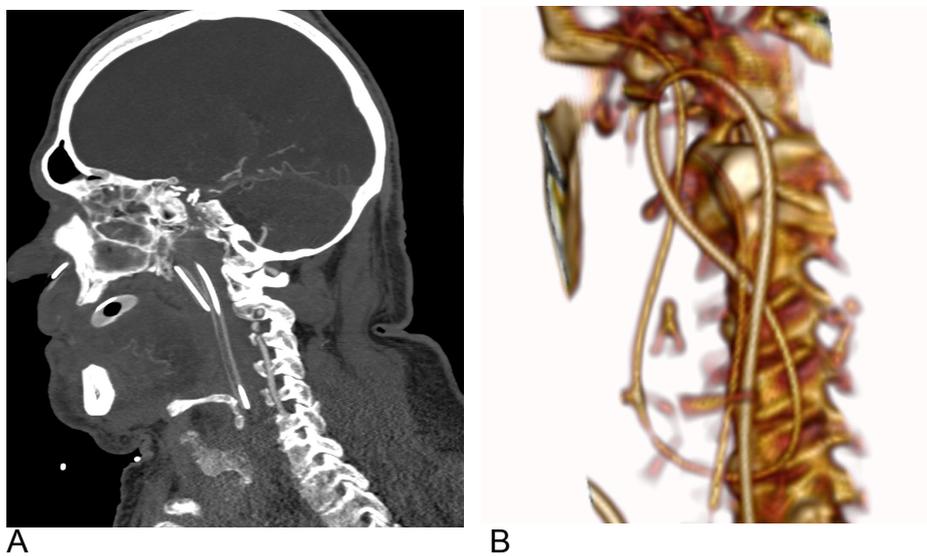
A-B, Schlaufe mit Umschlag im Oropharynx. A: coronare Rekonstruktion aus der klinischen Computertomographie mit Doppelkontur der Magensonde, aufgenommen am Tag vor dem Tod des Patienten. B: schräg coronare 3D-Rekonstruktion aus dem PMCT.
